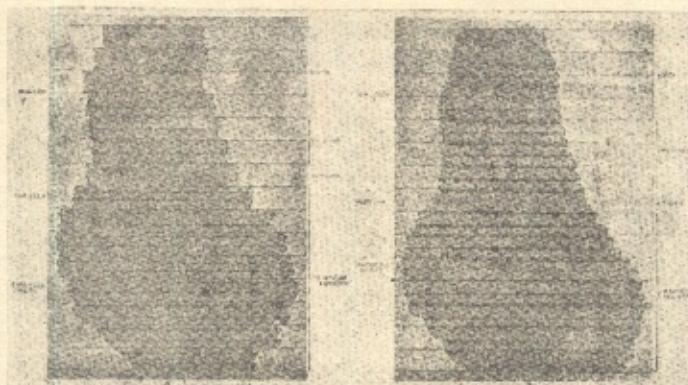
A) Kymogramma com quadro fixo, film móvel; Imagem escalariforme. B) Kymogramma com quadro móvel, film fixo: a imagem cardio-vascular muito se approxima da radiographia estatica habitual.
